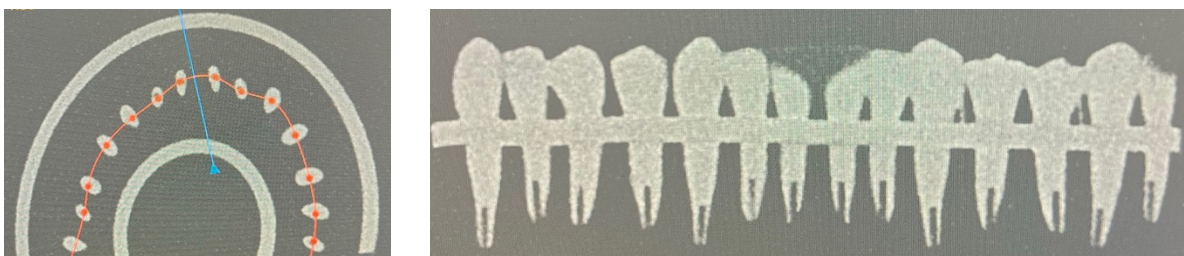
images issues du CBCT pré opératoire
